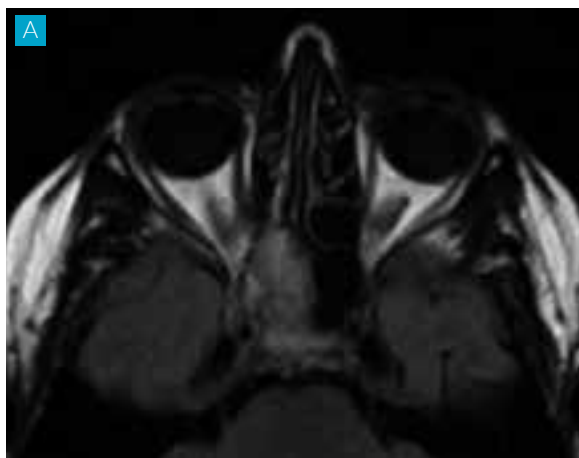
TC dos seios perinasais onde se observa compressão do nervo ótico direito, evidente em comparação com o contralateral.
